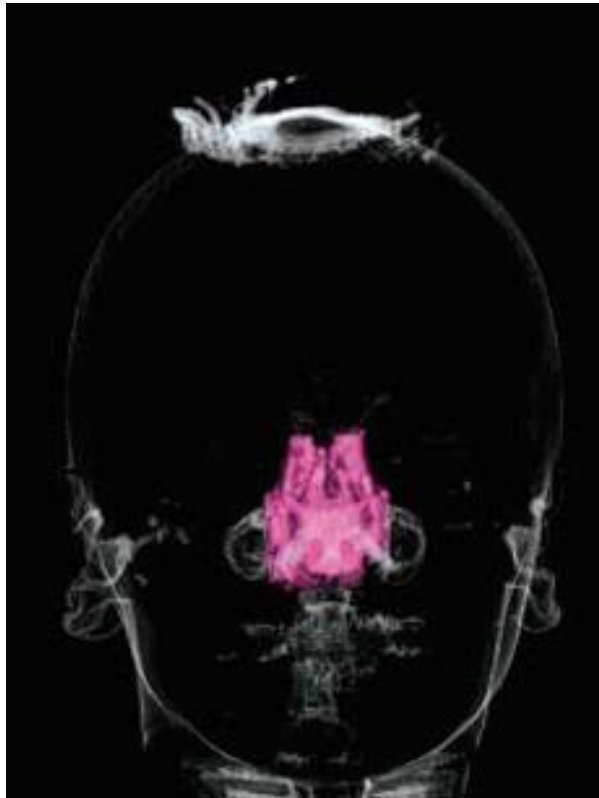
Tomografia computadorizada registrando o volume nasal pós disjunção maxilar
